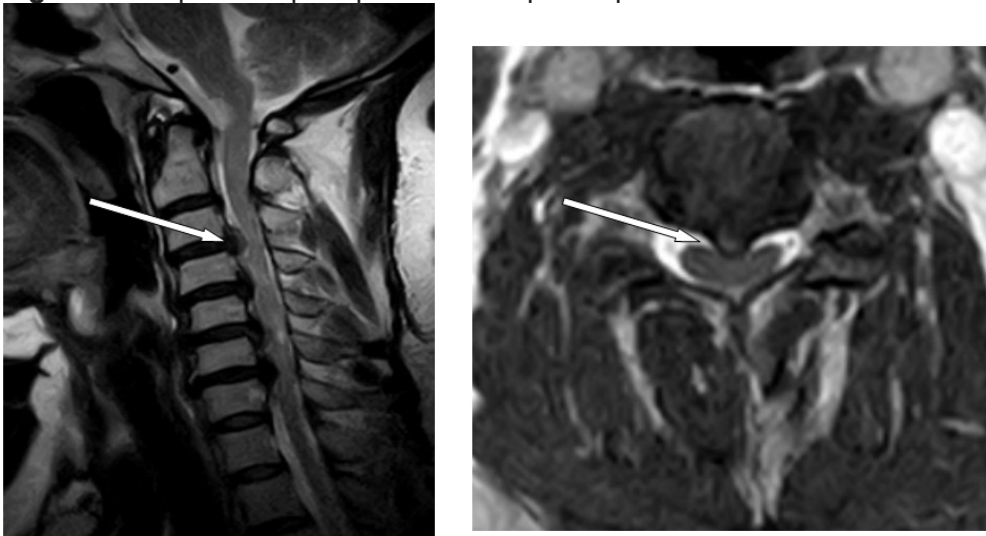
IRM du rachis cervical en coupes sagittales (A) et axiale (B) en T2, montrant un canal cervical rétréci par des lésions de hernie discale médiane sous ligamentaire étagée de C3-C4 à C6-C7 (flèche), responsable d'une souffrance médullaire.
